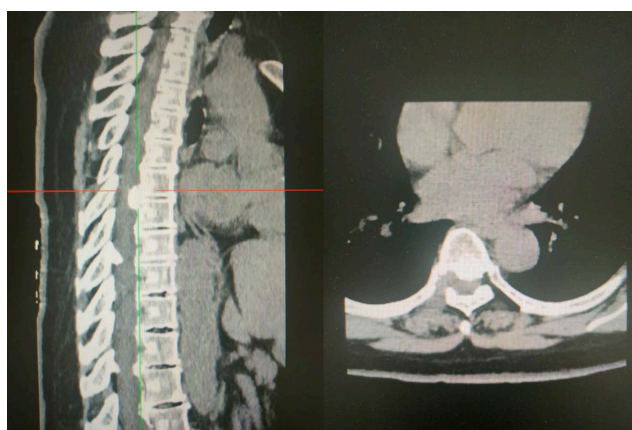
Thoracic CT 1 year after operation
